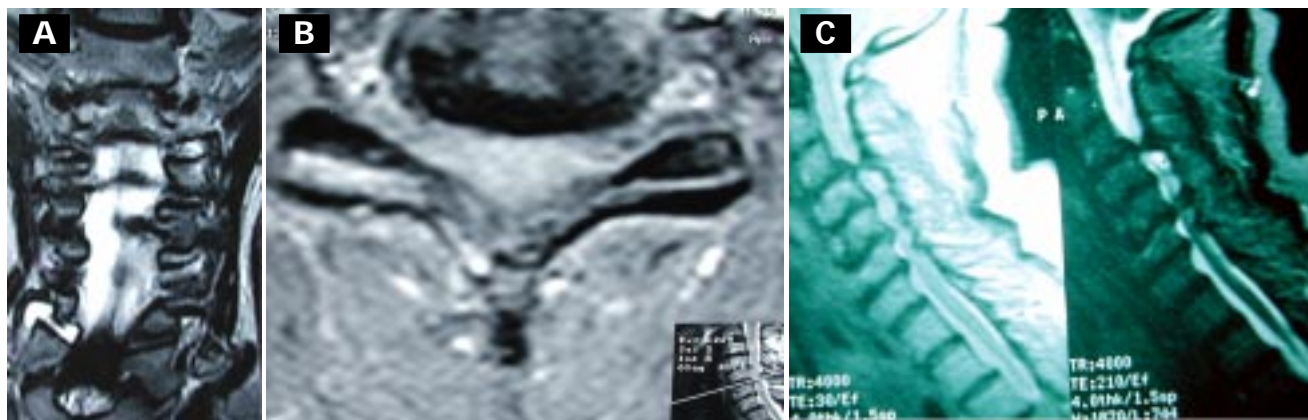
IRM cervical en T2 donde se muestra: A. compresión medular a varios niveles. B. Compresión medular y obliteración del espacio subaracnoideo. C. imágenes hiperintensas intramedulares.
